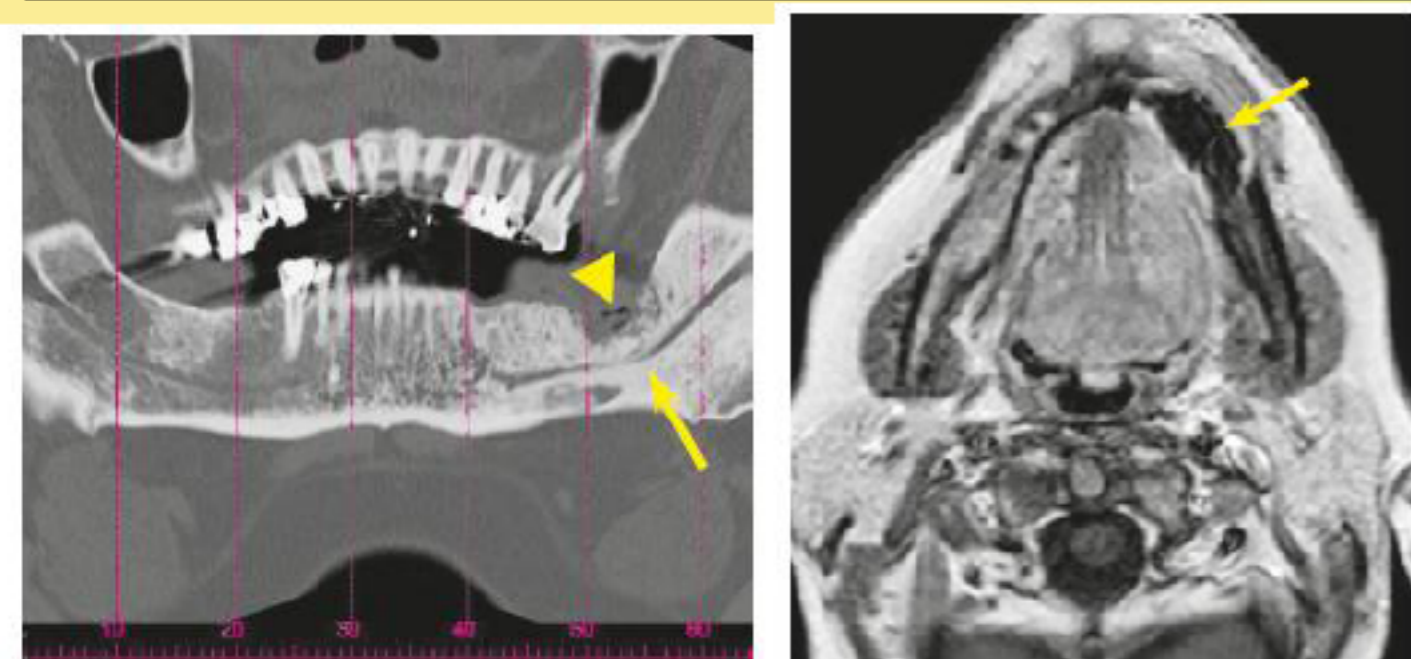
A) Reconstrucción panorámica de TC con lesión osteolítica (flecha) y esclerosis de la médula ósea con afectación del canal alveolar inf (flecha). Fig. B) Imagen axial de RNM potenciada en T1 muestra realce en la región periférica de la necrosis mandibular y sequestro óseo.
